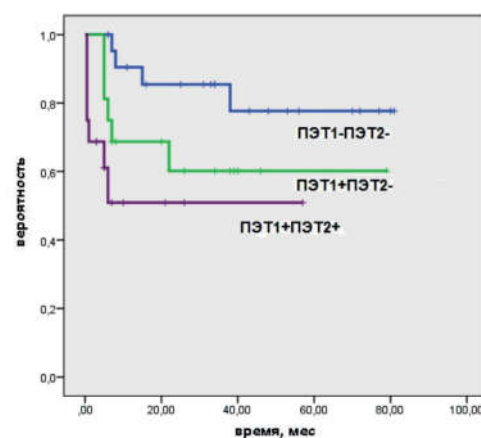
Бессобытийная выживаемость пациентов в зависимости от ПЭТ1 и ПЭТ2-статуса.
